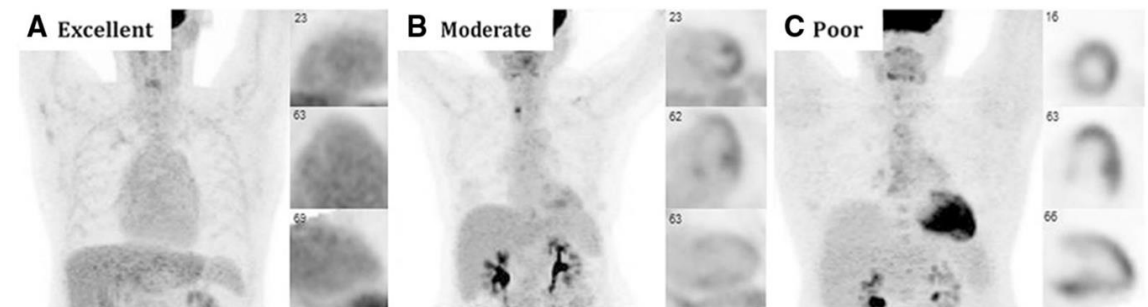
Cardiac ^{18}F -FDG PET images demonstrating variable suppression in 3 patients without cardiac disease: excellent myocardial suppression with blood-pool activity that exceeds that of myocardium (A), moderate myocardial suppression with diffuse low-level myocardial ^{18}F -FDG uptake and nonspecific focally increased uptake in papillary muscles and lateral wall (B), and poor myocardial suppression with diffuse ^{18}F -FDG uptake throughout heart (C). Reprinted with permission from Osborne et al.⁵²
